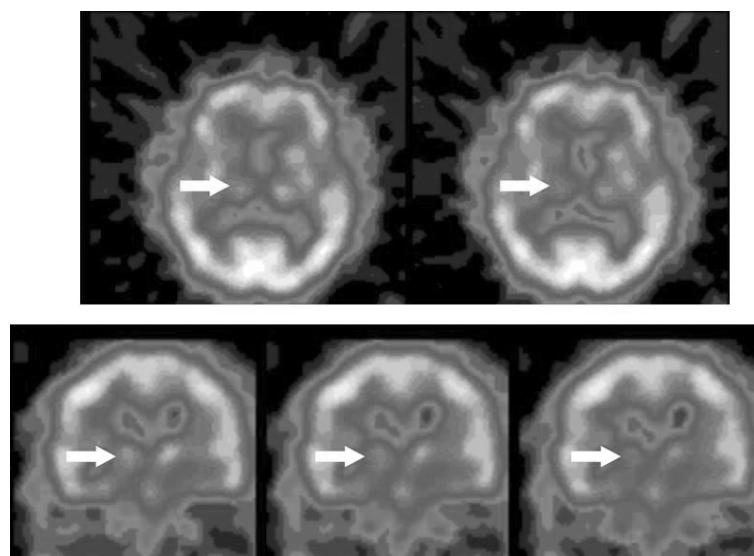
Images of brain SPECT. SPECT images during active choreoballistic movement revealed a asymmetric decrease of blood perfusion in the right putamen (white arrows).
